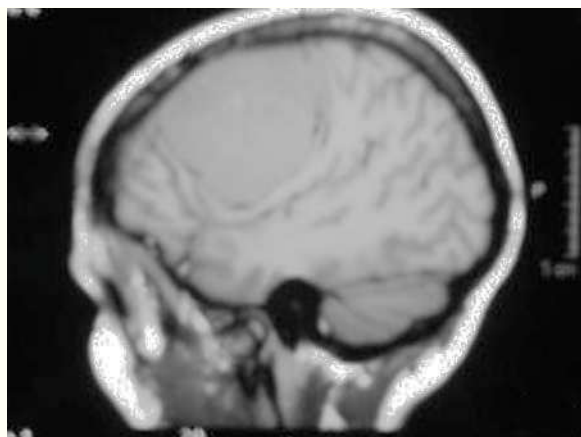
Tomografía computarizada en plano sagital.
